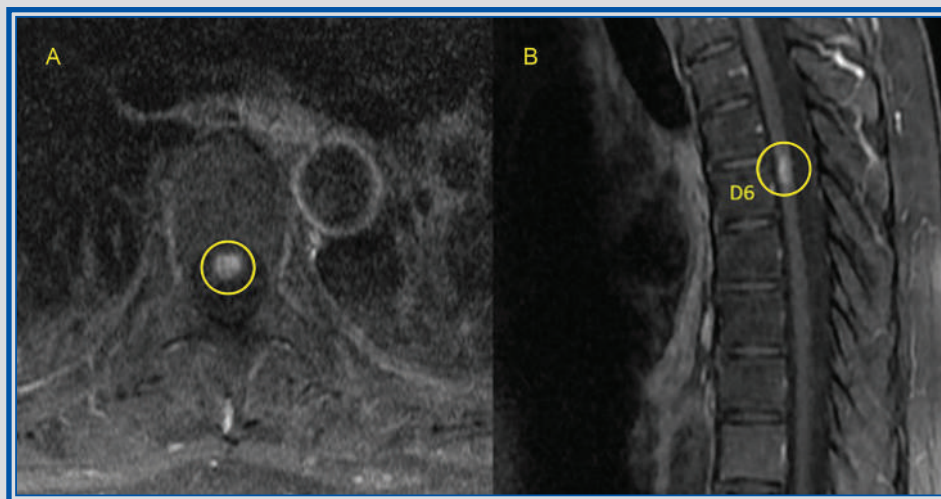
Capítulo 14. Resonancia magnética de la médula espinal en la cual se observa una lesión hiperintensa a nivel de T6 con realce poscontraste en corte axial (A) y sagital (B).
